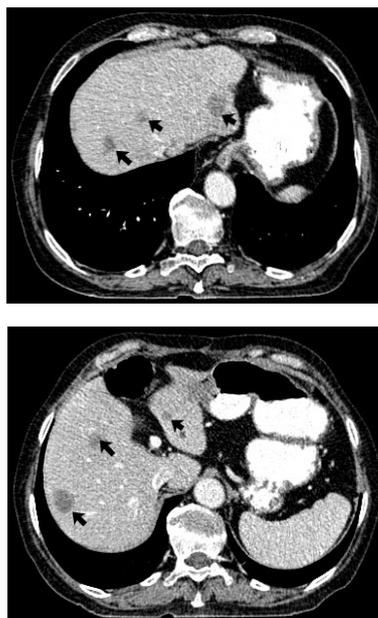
Репрезентативные аксиальные КТ-срезы от 02.02.17 года, на которых определяются множественные гиподенсивные очаги мягкотканой плотности в обеих долях печени (указано стрелками)
